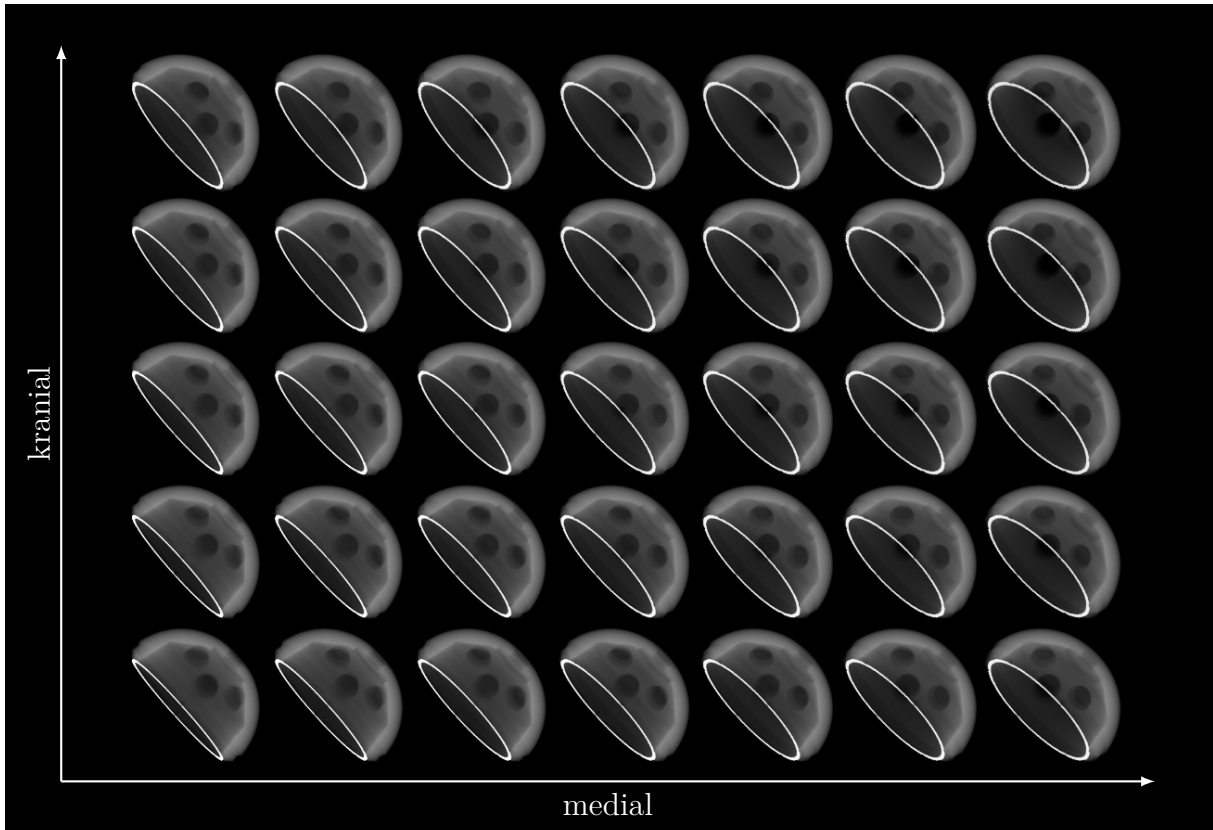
Künstliches Röntgenbild einer konstant ausgerichteten künstlichen Hüftpfanne in Abhängigkeit von der Positionierung im Röntgenbild – Die Öffnungen der Pfannen sind für ein besseres Verständnis hervorgehoben.
